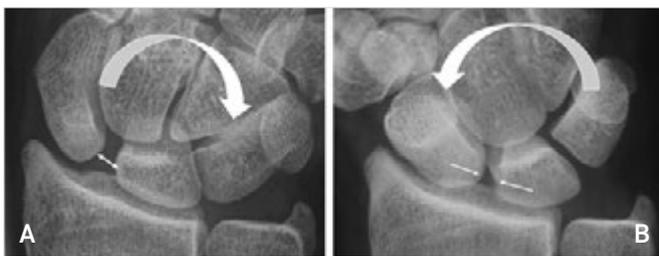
Test dinamico radiografico del polso per ricerca lesione del legamento scafolunato. A) Immagine radiografica in AP con polso in deviazione ulnare (freccia bianca): apertura dello spazio scafolunato. B) In deviazione radiale (freccia bianca) lo spazio scafolunato si riduce.
